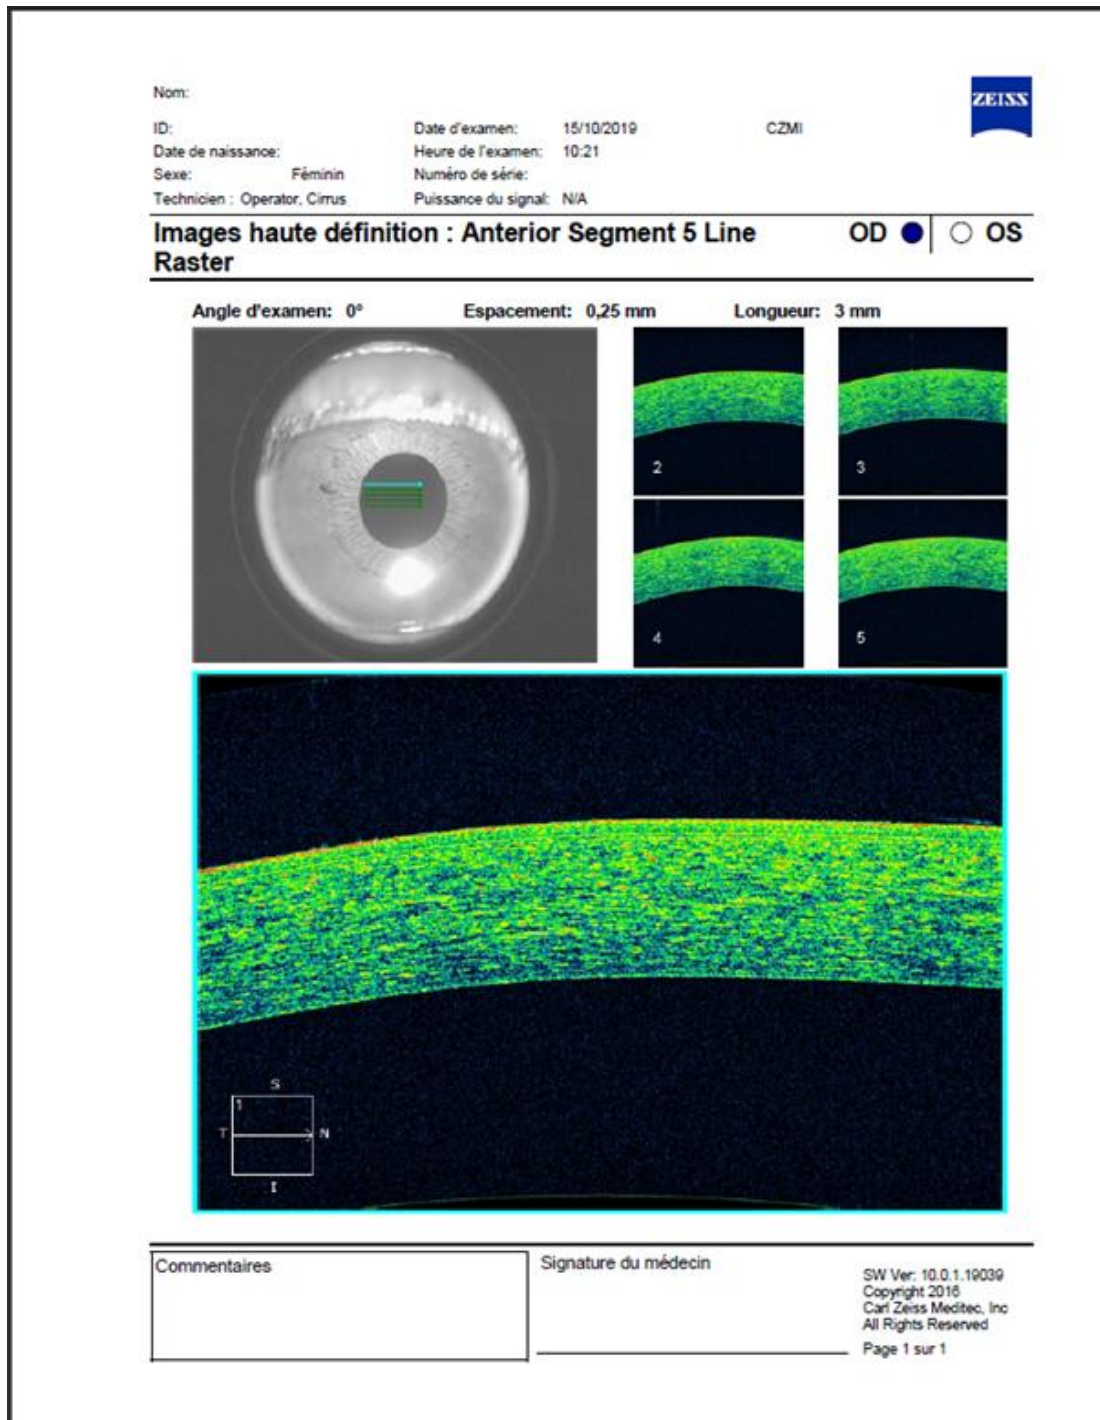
Photo d'une image haute définition de la cornée en tomographie en cohérence optique du segment antérieur.
